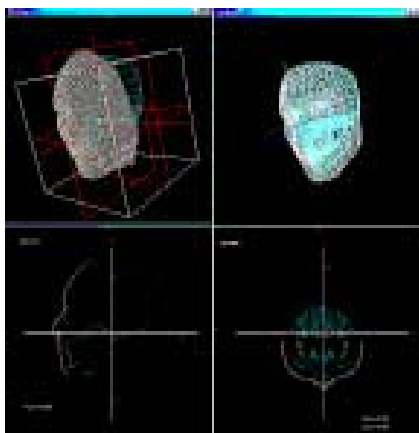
CTデータを用いた顔表層・骨格モデルの位置合わせ
